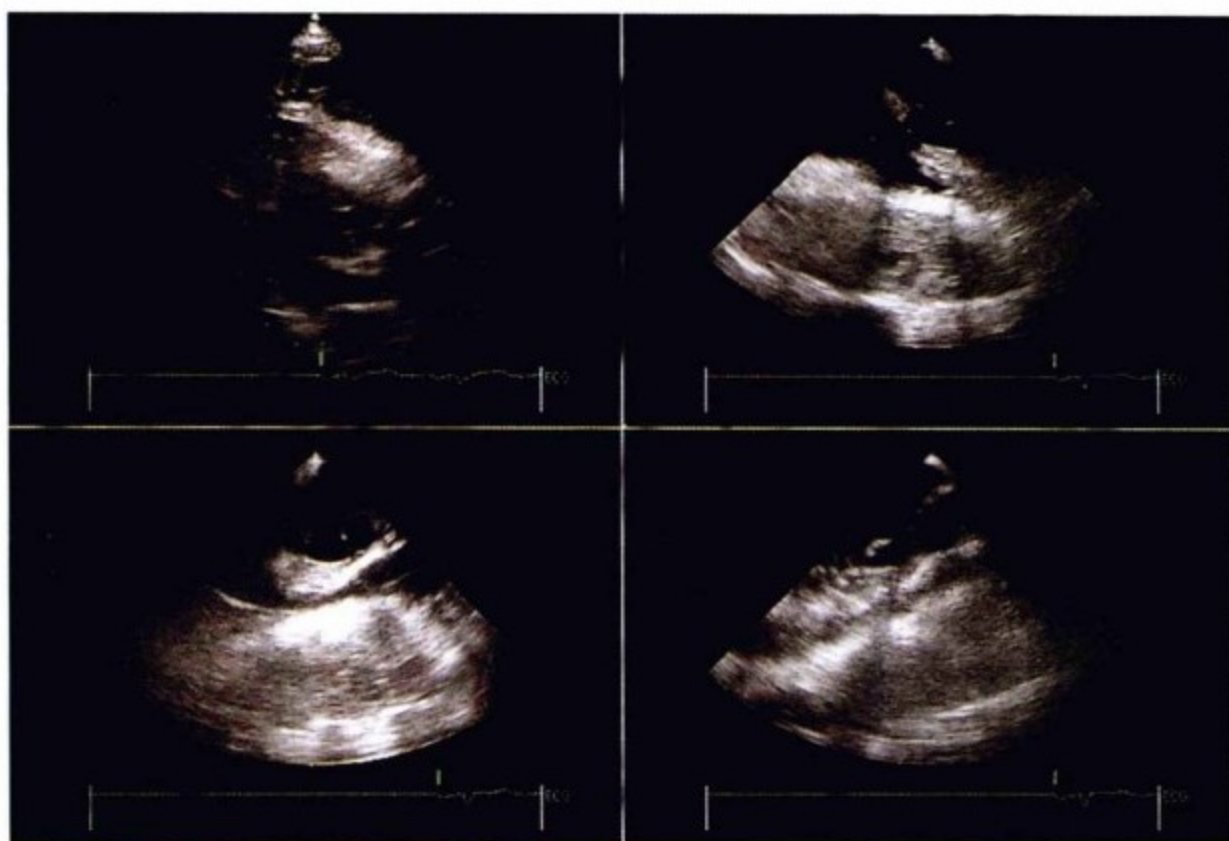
左上图的经胸超声心动图图像显示不清晰。右上图,经食管超声心动图水平四腔心切面,显示右心房及右心室前缘非常厚的心包内血块。右心室中段和心尖部严重受压。左下图,经食管超声心动图右侧心腔垂直切面。可见心包内血块比整个心脏厚,紧紧压迫右心室流出道。右下图,经食管超声心动图右心室流出道和肺动脉近段切面显示,两者均受血块挤压。
